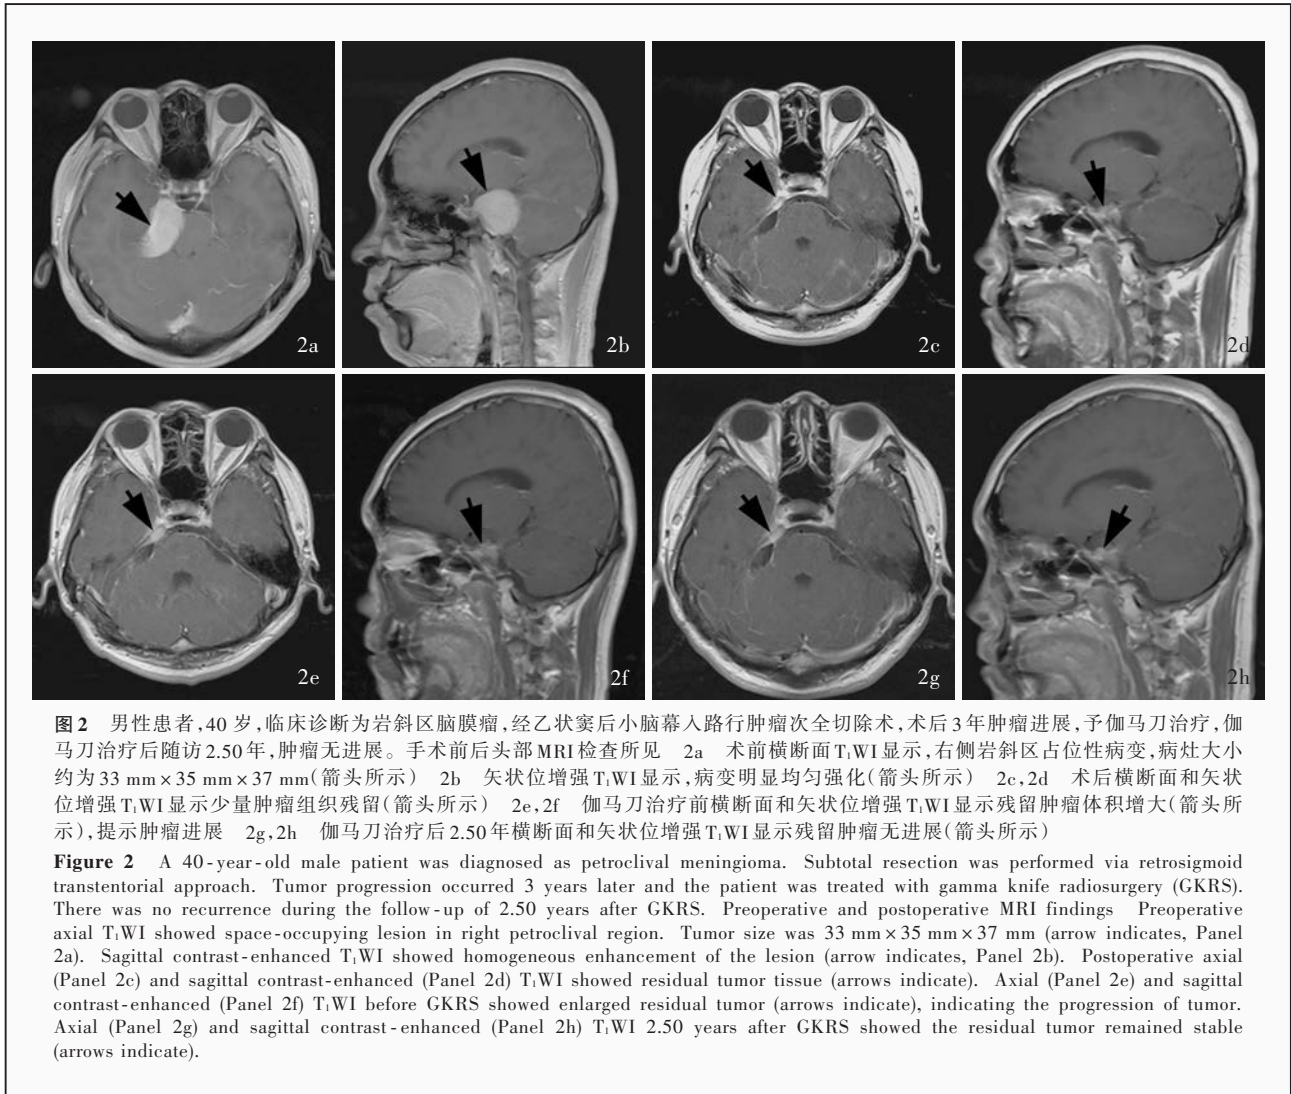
男性患者,40岁,临床诊断为岩斜区脑膜瘤,经乙状窦后小脑幕入路行肿瘤次全切除术,术后3年肿瘤进展,予伽马刀治疗,伽马刀治疗后随访2.50年,肿瘤无进展。手术前后头部MRI检查所见 2a 术前横断面T₁WI显示,右侧岩斜区占位性病变,病灶大小约为33 mm×35 mm×37 mm(箭头所示) 2b 矢状位增强T₁WI显示,病变明显均匀强化(箭头所示) 2c,2d 术后横断面和矢状位增强T₁WI显示少量肿瘤组织残留(箭头所示) 2e,2f 伽马刀治疗前横断面和矢状位增强T₁WI显示残留肿瘤体积增大(箭头所示),提示肿瘤进展 2g,2h 伽马刀治疗后2.50年横断面和矢状位增强T₁WI显示残留肿瘤无进展(箭头所示)
